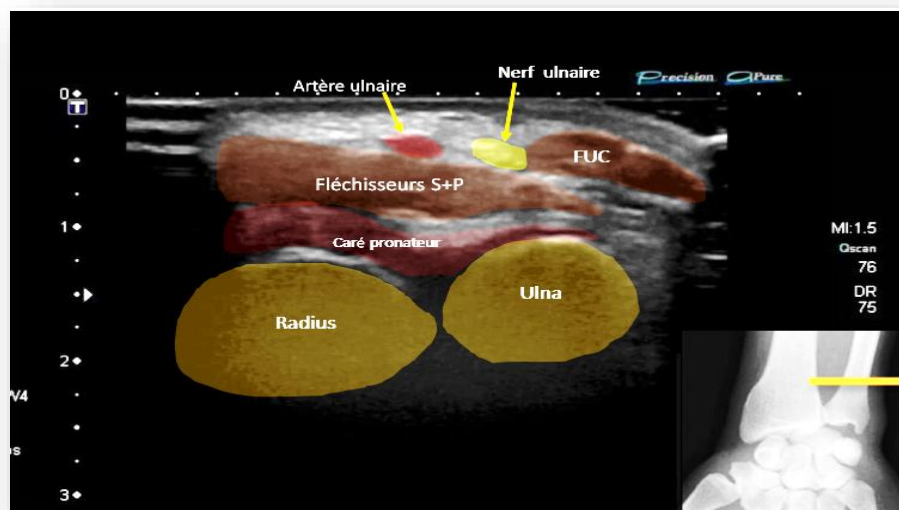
Image échographique, coupe transversale avant d'entrer dans le canal où le nerf est situé à la face dorsale du tendon du fléchisseur ulnaire du carpe en dedans, et l'artère ulnaire en dehors. Le même patient (Service de radiologie Hôpital militaire de Ain Nadja).2016.
